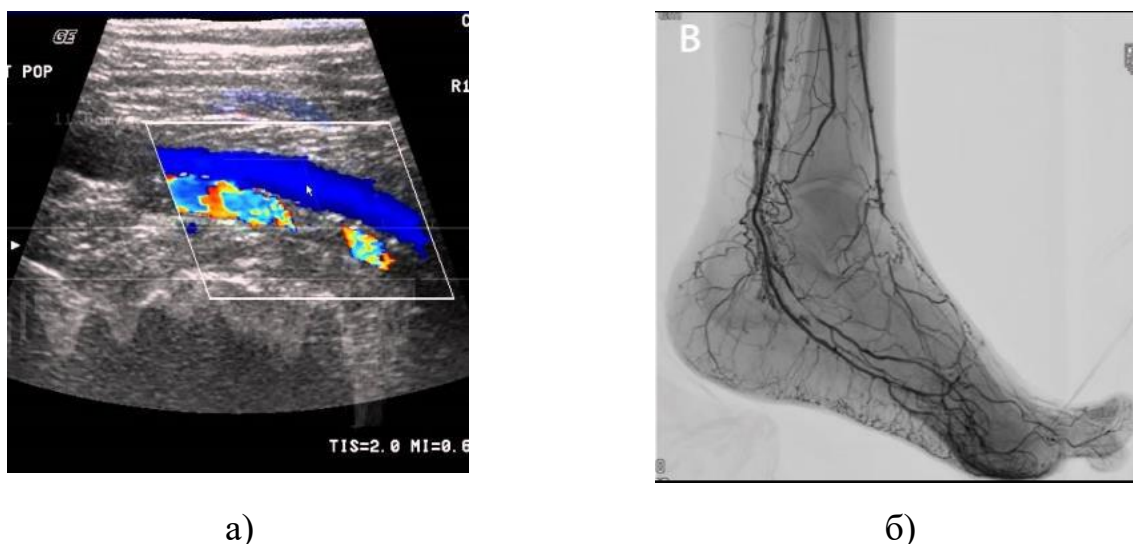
Пример результатов диагностики кровотока при помощи методов УЗДГ и рентгеноконтрастной ангиографии [6]
